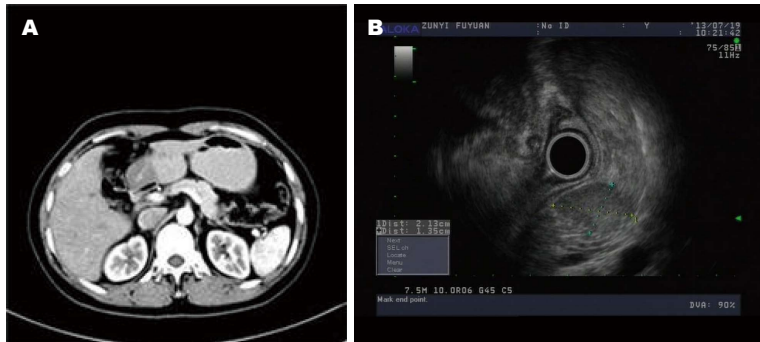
病例2的CT及超声内镜图像. A: CT胰腺未见明显异常; B: 超声内镜下胰腺体部稍低回声病变.
